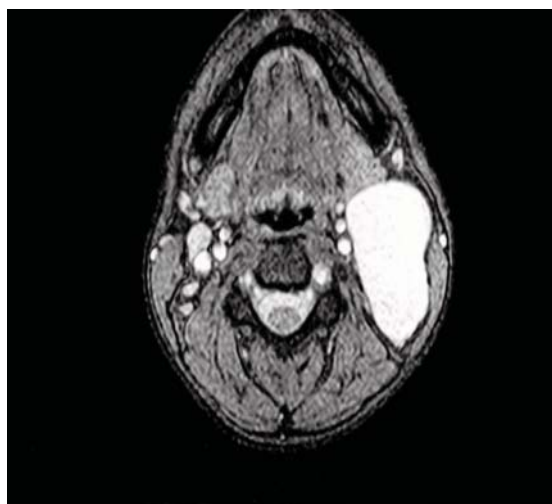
Secțiunea imagistică prin CT-grafie.
